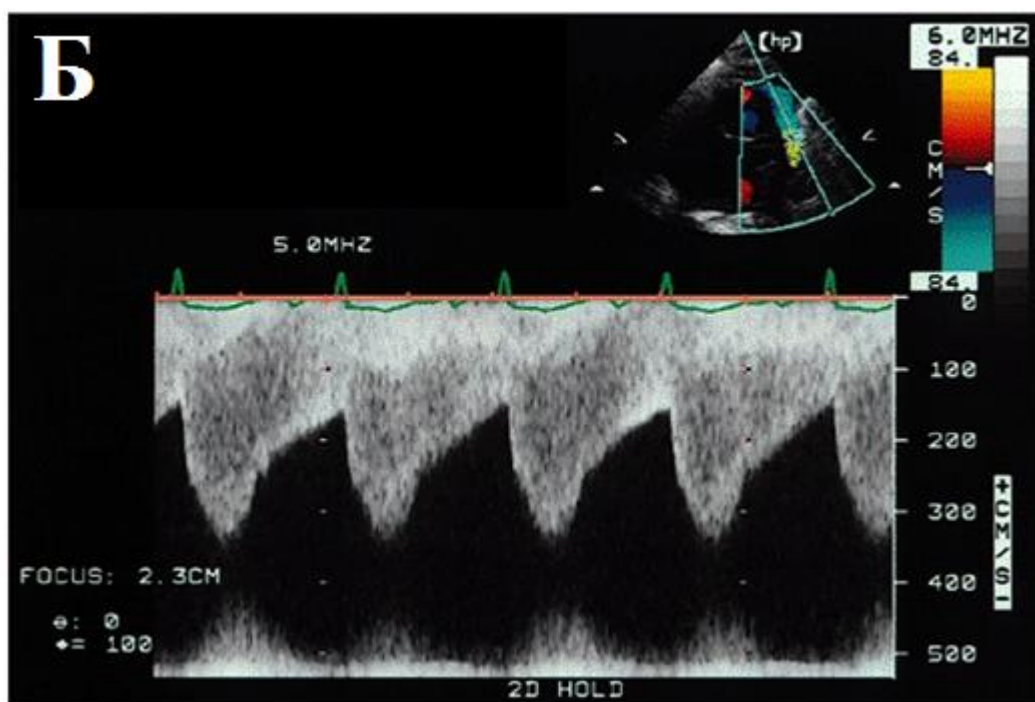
А – Эхокардиограмма из супрастернального доступа по длинной оси при коарктации аорты. Выявлено резкое сужение перешейка аорты. ААо – восходящая аорта, ДАо – нисходящая аорта.
